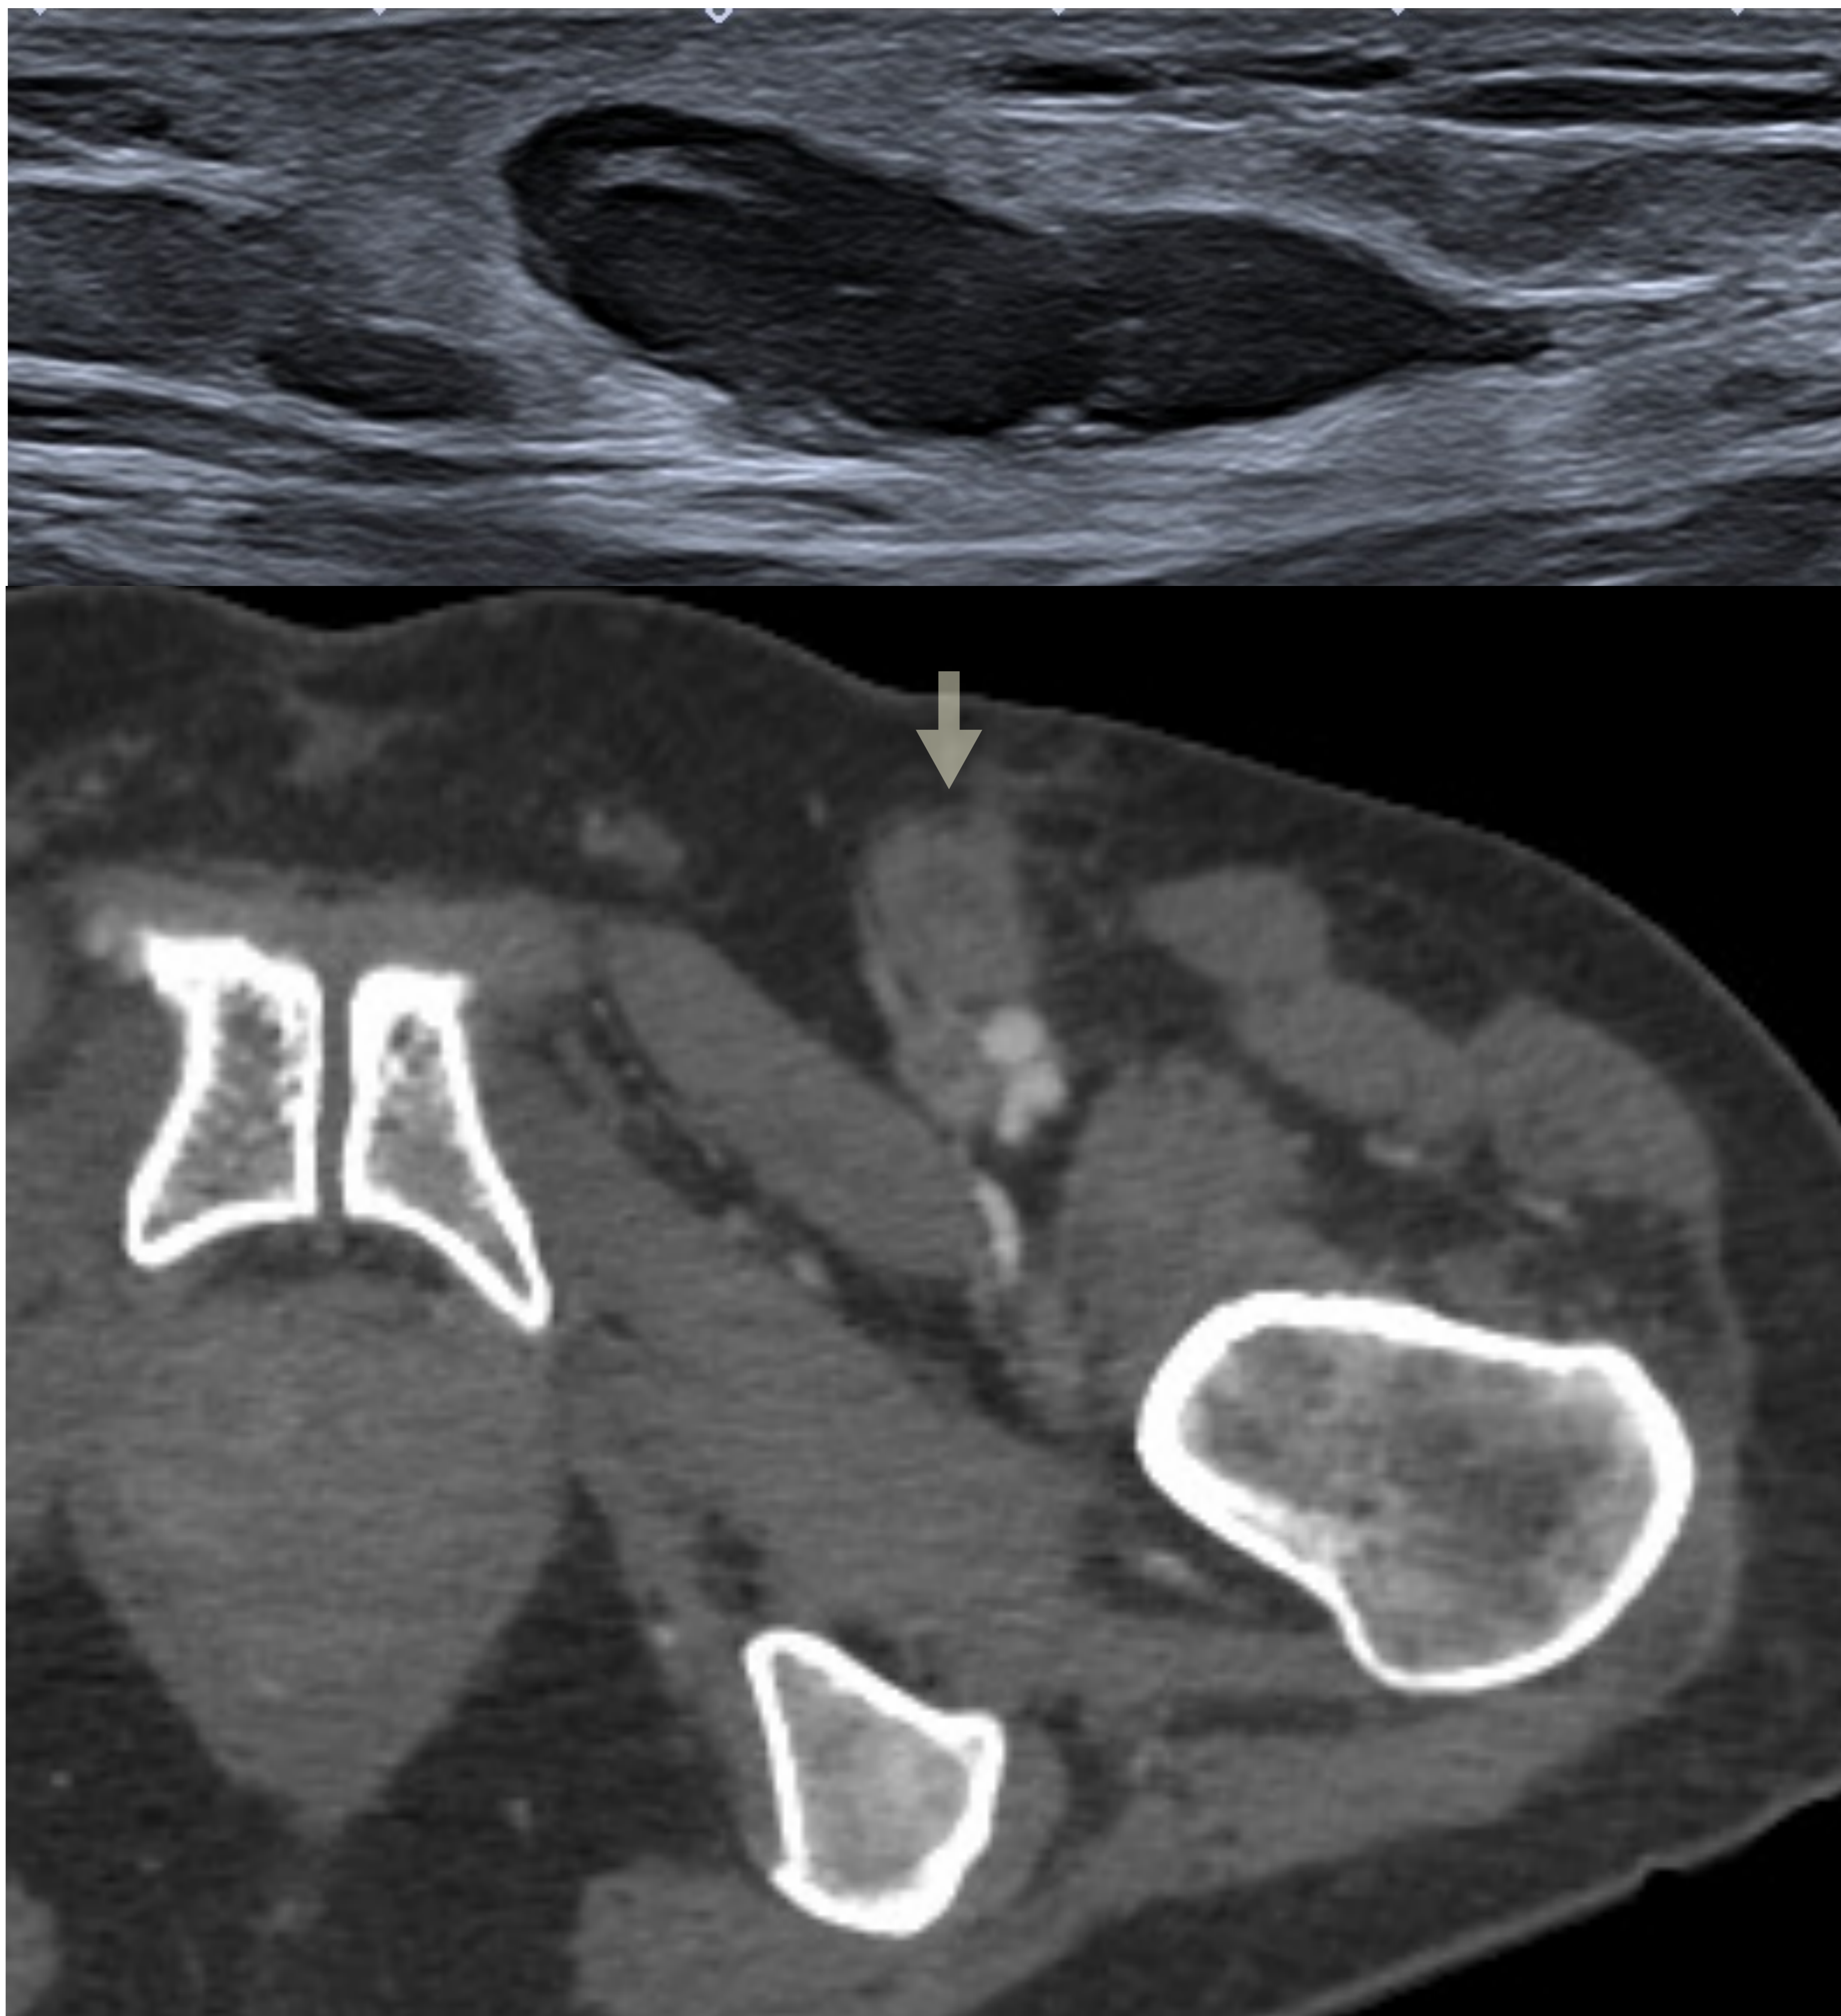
Ecografía inguinal. Ganglios linfáticos reactivo y hematoma inguinal. Hospital Universitario Nuestra Señora de Candelaria.
